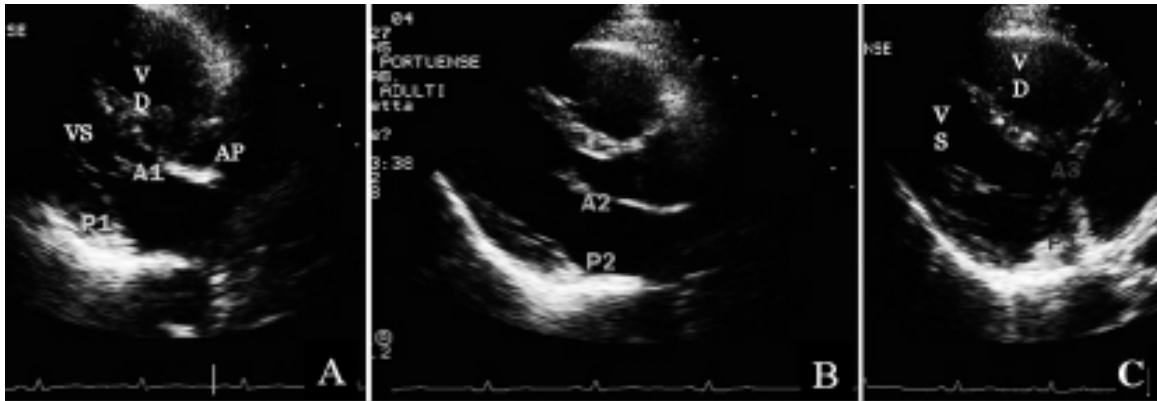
Sezione parasternale asse lungo: (A) visualizzazione di A1-P1; (B) visualizzazione di A2-P2; (C) visualizzazione di A3-P3; [38]
